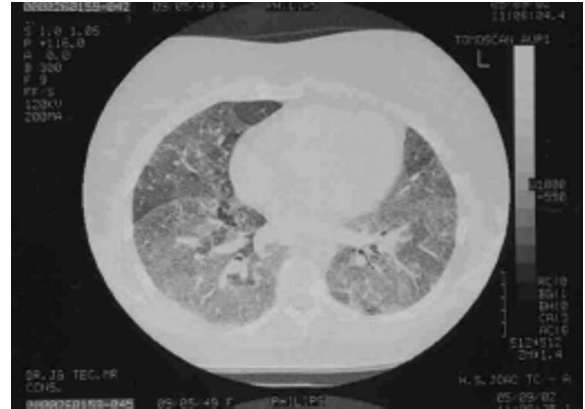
TAC-AR num columbófilo com forma de apresentação aguda e padrão em vidro despolido bilateral.
